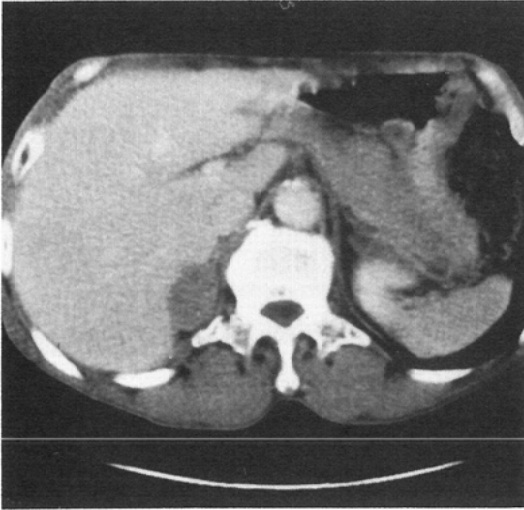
66-year old man with right adrenal metastasis of lung cancer. Contrast CT scan shows right homogenous adrenal mass, 2.0cm in diameter.
